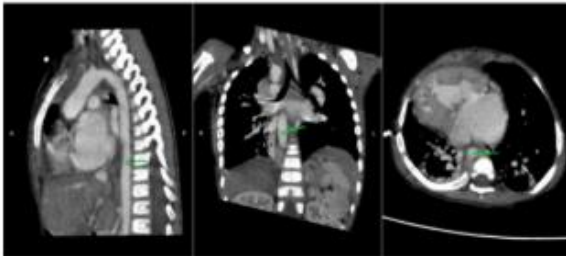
CT cardiac in sagittal, coronal, and axial sections showing right sided aorta descendens (green arrow)
